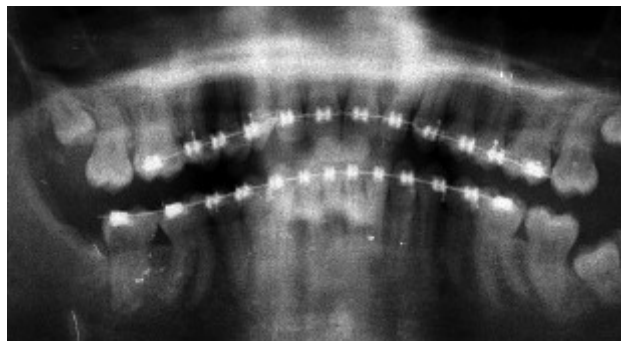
Ortopantomografía de control al año. Se observa la correcta posición del 47, una buena osificación y ausencia de patología periapical.
